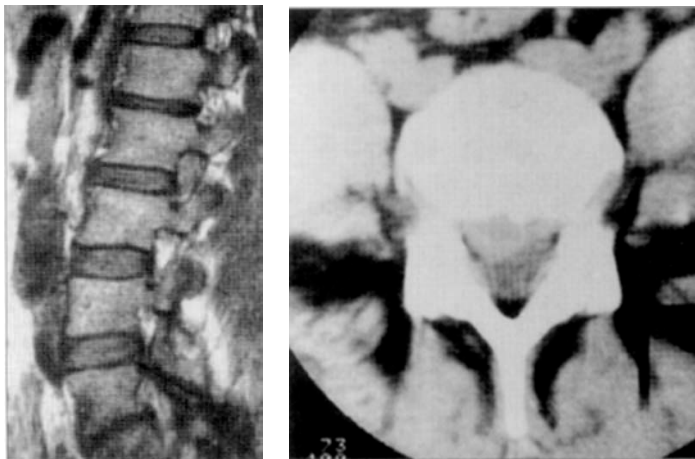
Hernie de disc-IRM respectiv CT
